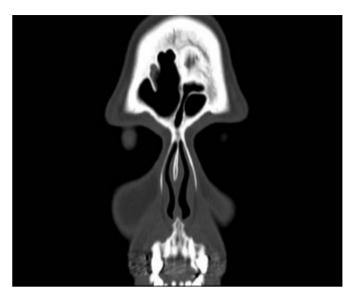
Corte coronal de tomografía computada sin aplicación de contraste endovenoso, muestra una celdilla frontal izquierda que corresponde a una Celda de Kuhn tipo IV según la clasificación de Bent y Kuhn.
